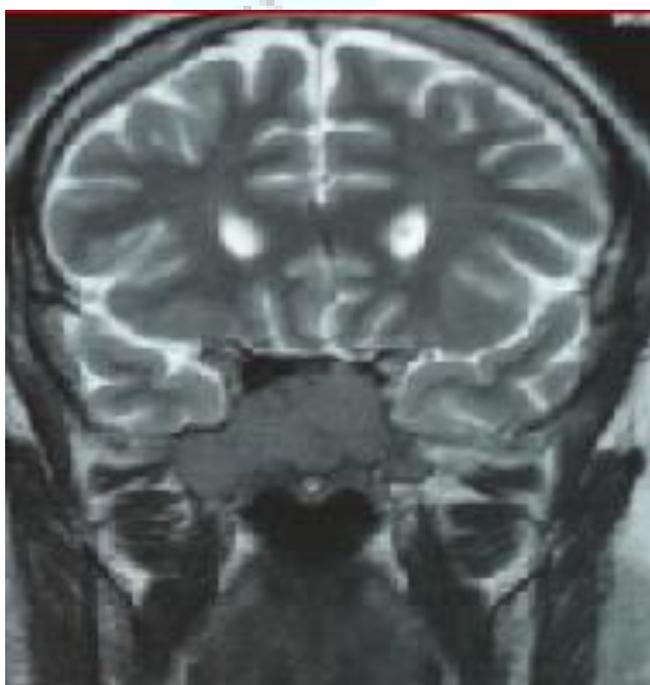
RM, corte coronal.
